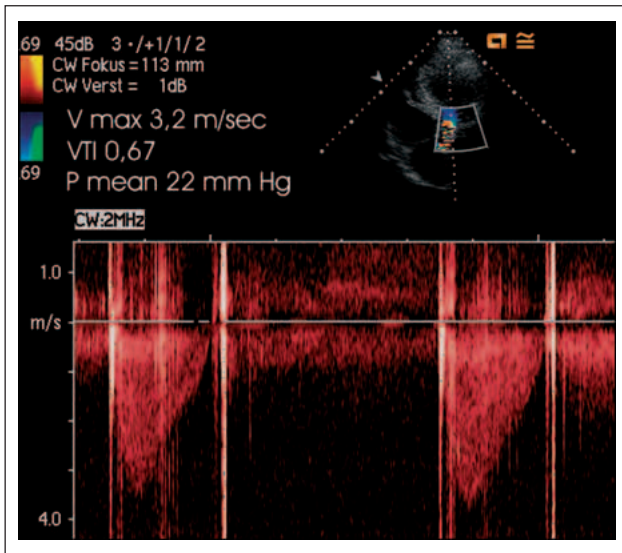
CW-Doppler der Aortenklappenprothese: hohe Maximalgeschwindigkeit, relativ hoher mittlerer Gradient trotz reduzierter linksventrikulärer Pumpfunktion.
